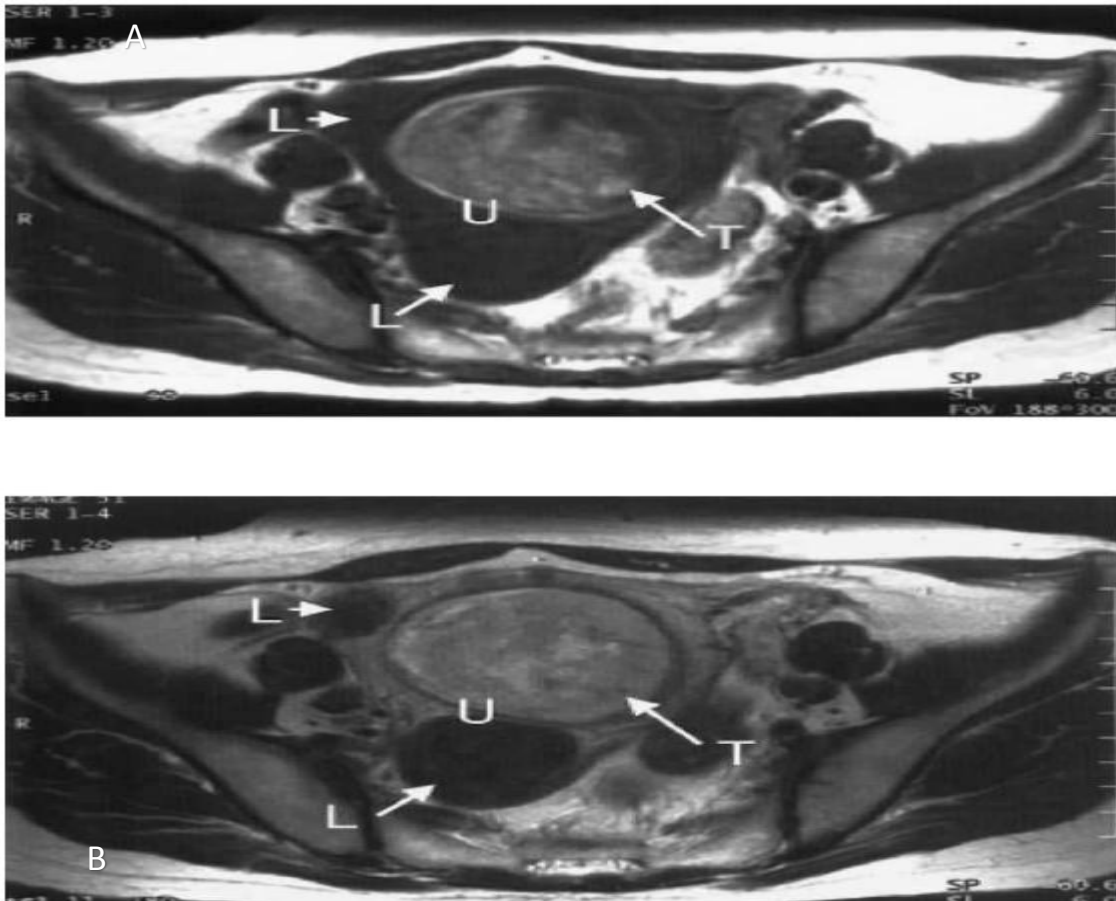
Patiente de 52 ans porteuse d'un ESS ; image IRM du pelvis en coupe transaxiale (A) : en séquence T1 la tumeur présente un hyper signal T dans l'utérus U. Le léiomyome L est localisé en postérieur et à droite du ESS. (B). En séquence T2 Le SSE parait hétérogène. [159]
